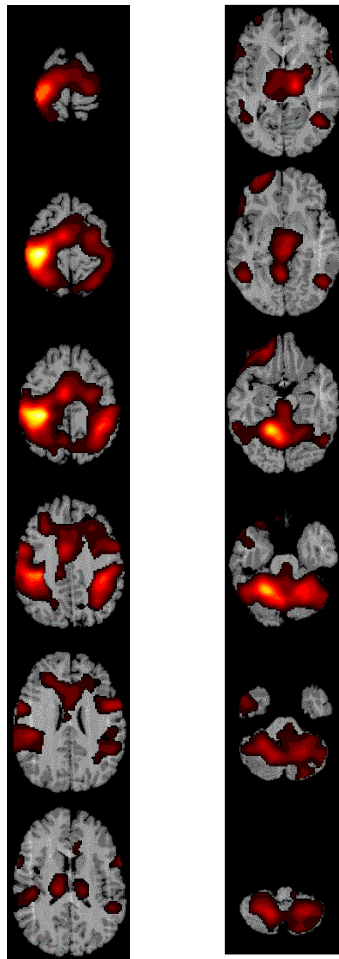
Imagens de PET que localizam actividade associada à seguinte tarefa: os indivíduos apalpm dois pequenos paralelepípedos e reconhecem qual dos dois é mais oblongo (gentileza de R. Almeida).
